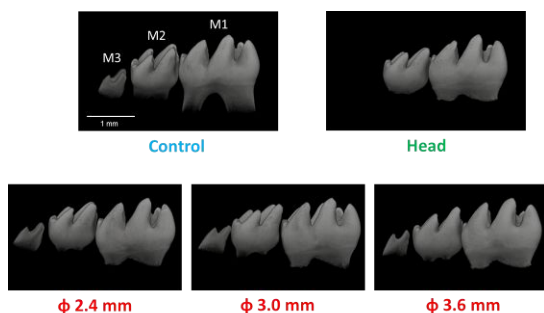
照射 8 日後の臼歯部のマイクロ CT 像
